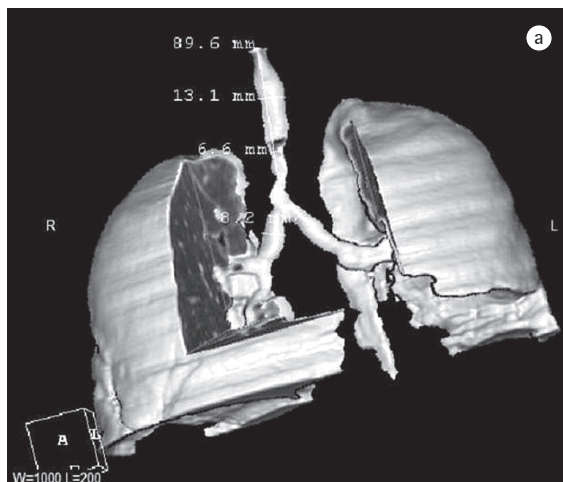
Prótese Traqueal: a) Medidas da traquéia lesada com base na TC do tórax com reconstrução tridimensional e b) prótese traqueobrônquica adaptada.
